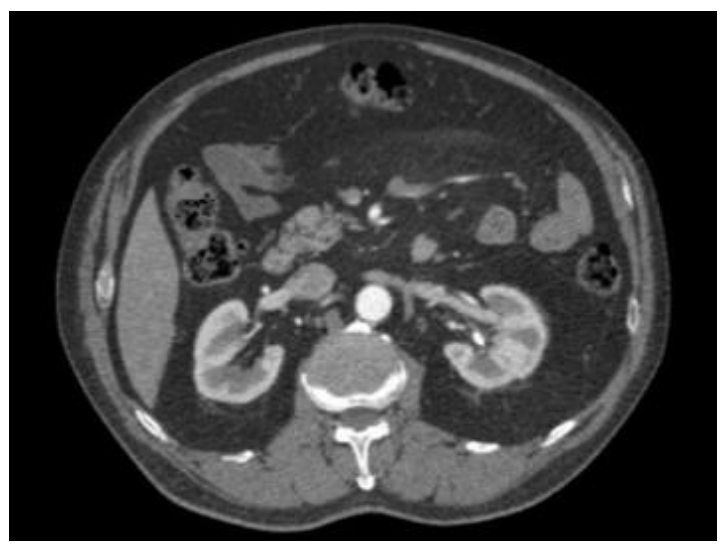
TAC tras tratamiento. Se visualiza catéter uniJ en pelvis renal
